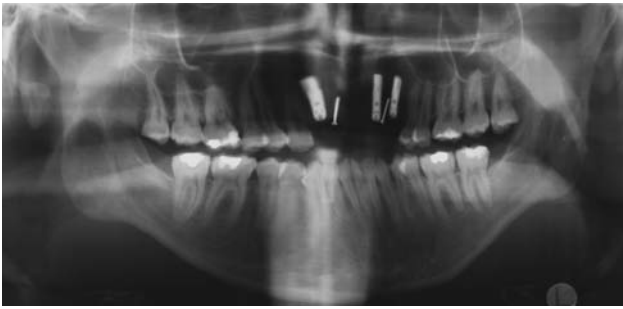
Röntgenbild drei Tage postoperativ.
